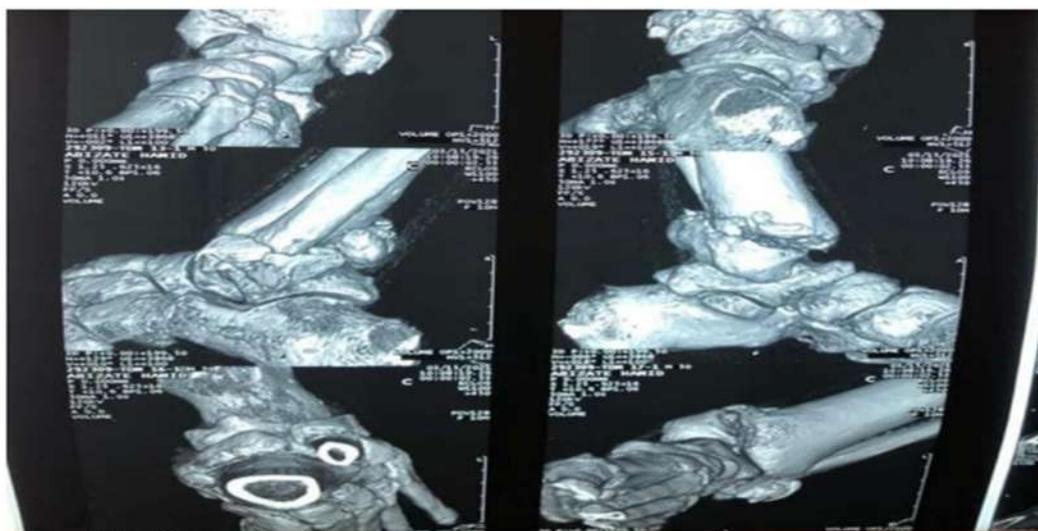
image TDM d'une fracture du pilon tibial
